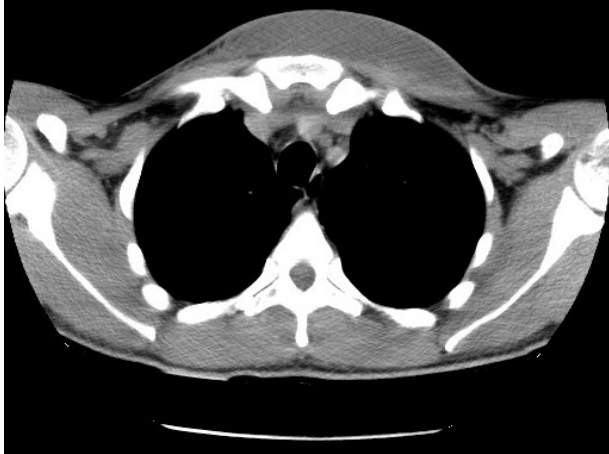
TDM thoracique en coupe axiale mettant en évidence une collection pré-sternale sous cutanée, sans envahissement osseux ni musculaire ni pleuro-pulmonaire
